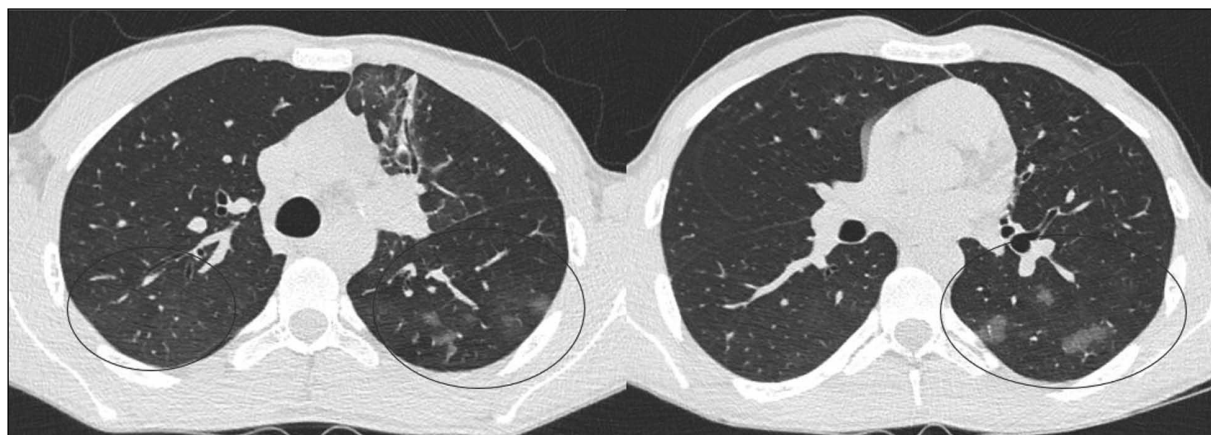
На контрольной КТ органов грудной клетки от 03.02.2022 г. в обоих легких отмечаются зоны «матового стекла» (выделены красным цветом)
